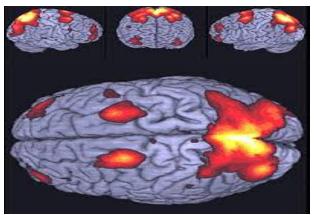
Resultados de una resonancia magnética estructural
